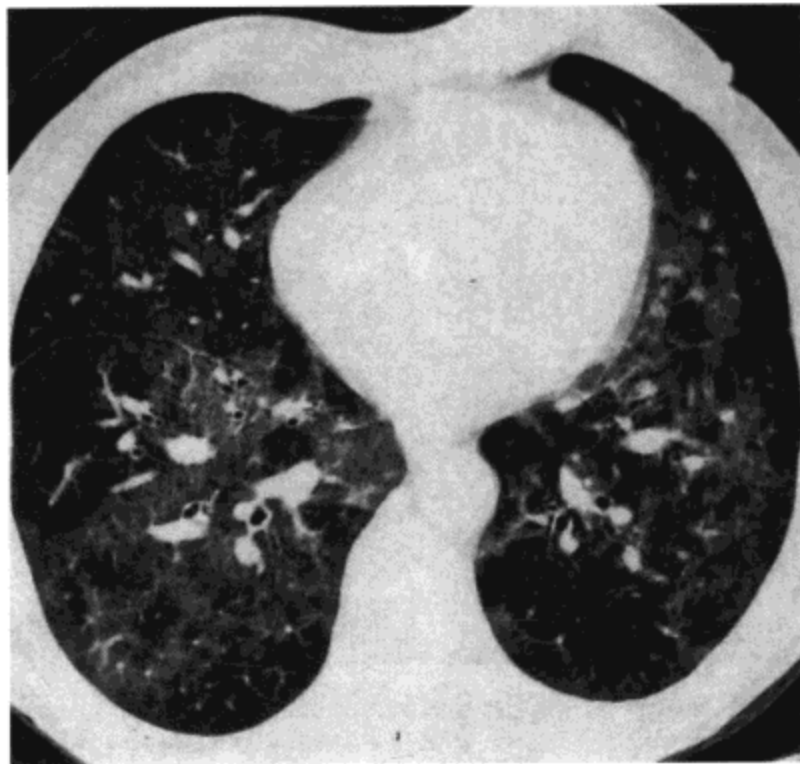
卡氏肺囊虫肺炎。高分辨率 CT (1.5mm 层厚) 影像示双肺广泛磨砂玻璃样密度增高影。病人为一 46 岁男性艾滋病患者。
